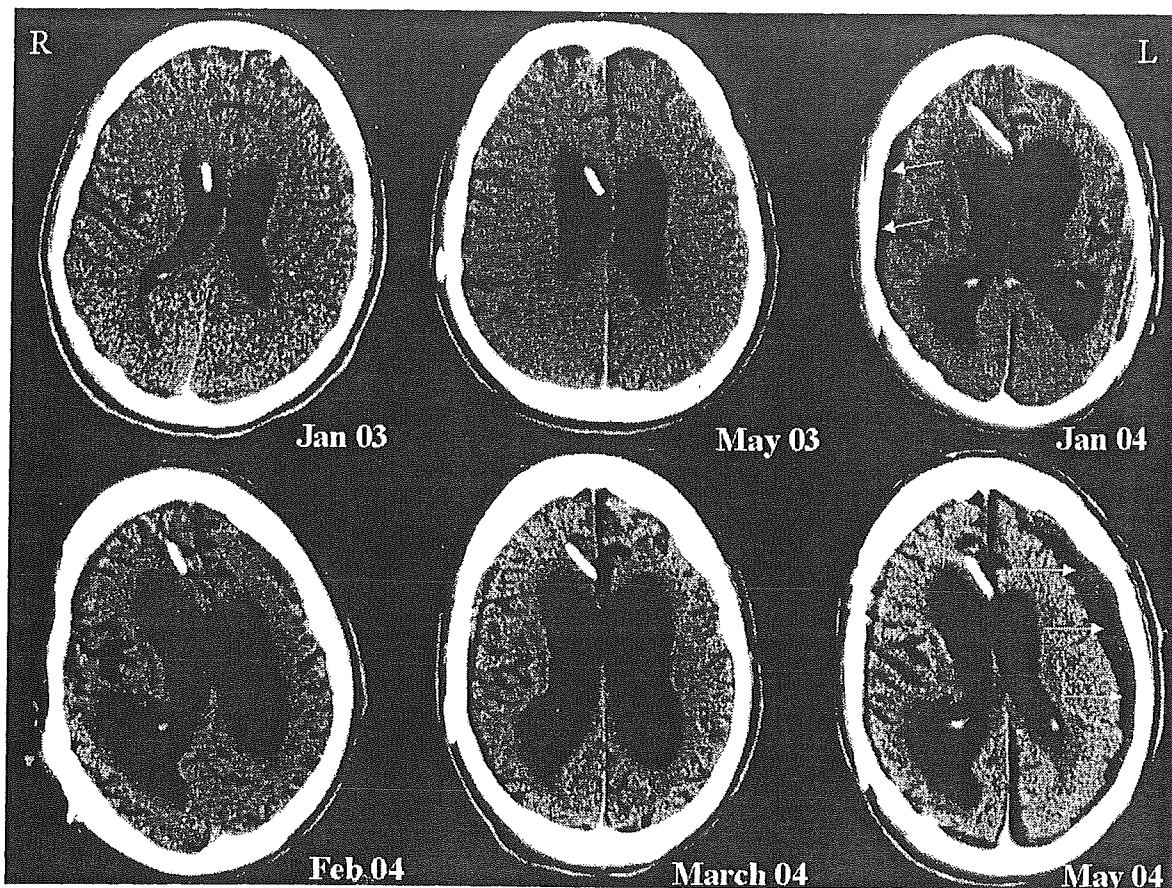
Serial CT scans of patient #1 demonstrating sequential occurrence of right parietal subdural fluid collection (upper right, arrows) and left parietal subdural collection (lower right, arrows). Note the progression of brain atrophy over time.
